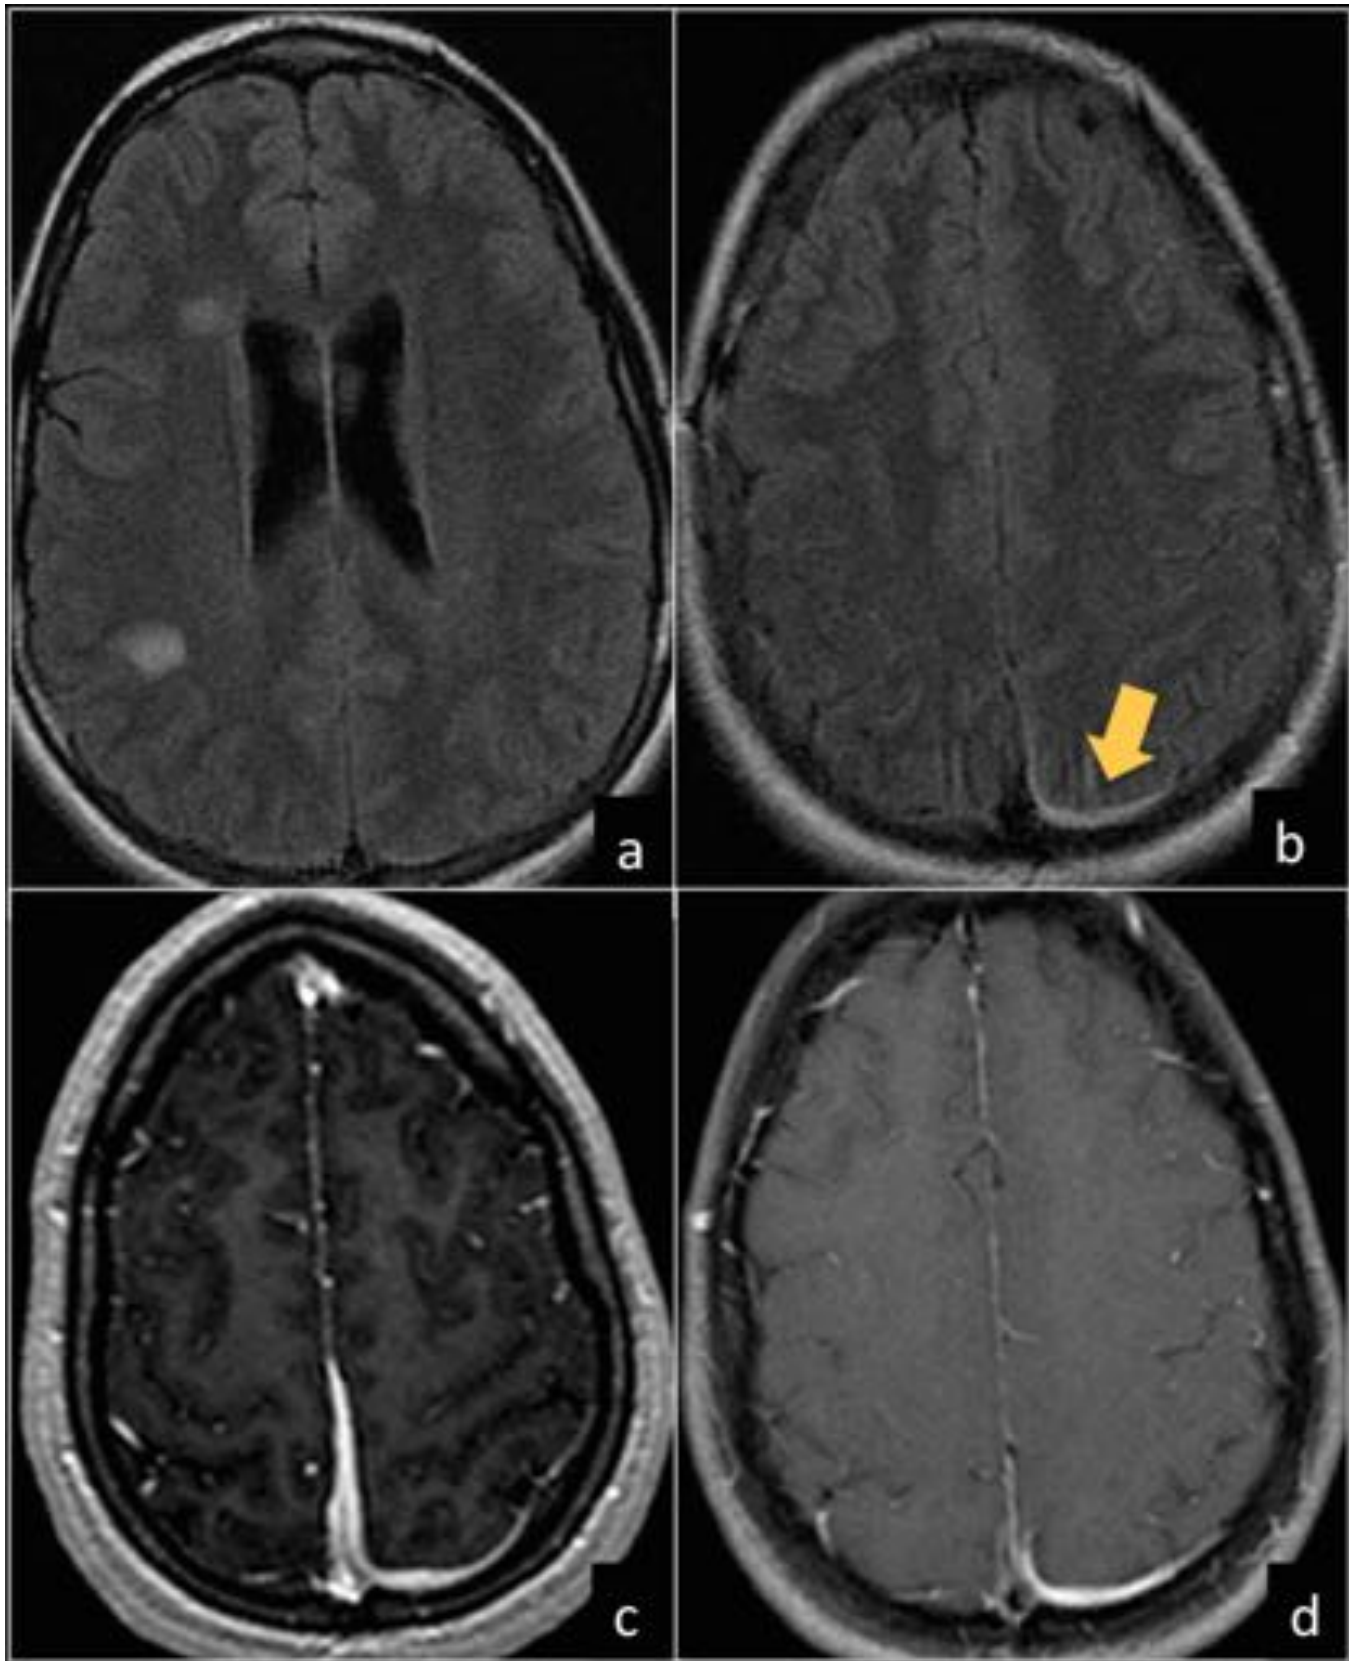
RM encefálica en una mujer de 21 años con cefalea bifrontal opresiva, náuseas y vómitos y fiebre de 38°. En secuencias FLAIR (a y b) se observan varias lesiones nodulares hiperintensas en sustancia blanca yuxtacortical y subcortical, así como una pequeña colección extraaxial parietal posterior e interhemisférica izquierda (flecha en b), que muestra realce dural intenso en secuencias 3DT1 y T1 saturación grasa con CIV (c y d), hallazgos compatibles con meningoencefalitis de origen viral.
